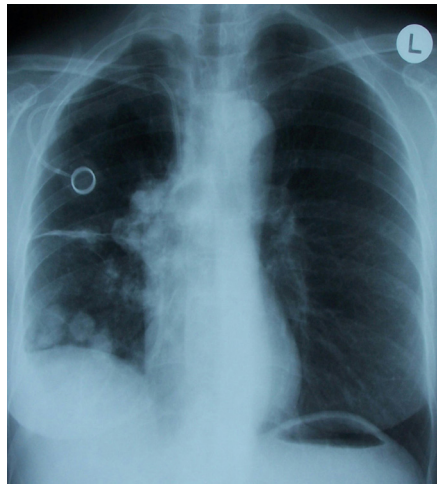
Thoraxröntgenbild vom 22.12.2002, 4 Jahre nach Pleurodese
